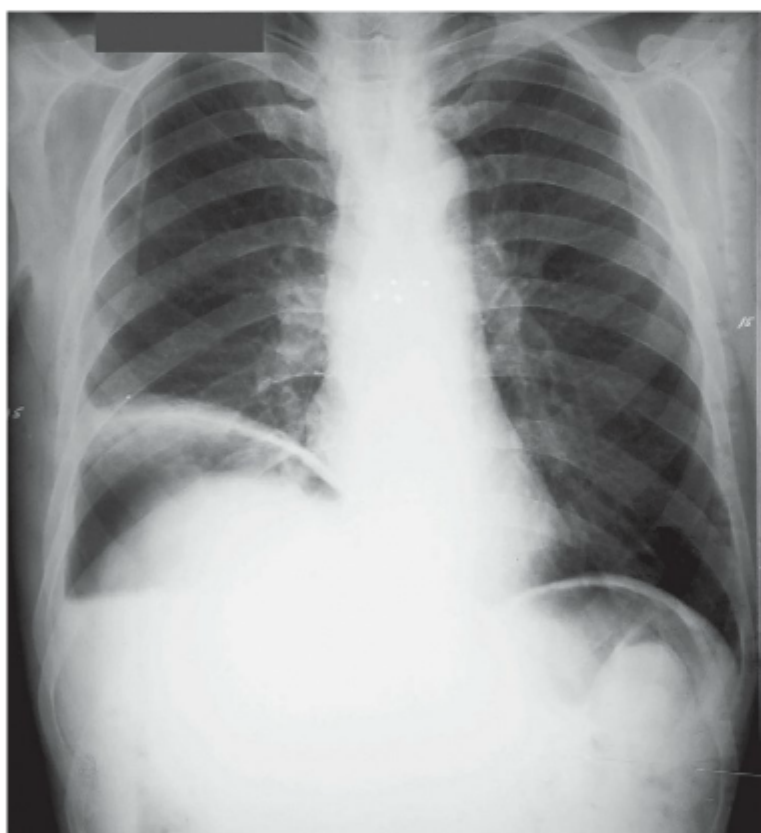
Radiografia de tórax em pé revelando pneumoperitônio de tamanho moderado, compatível com perfuração da víscera abdominal.
